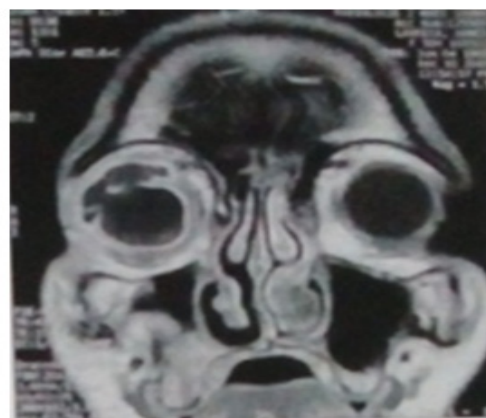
IRM orbitaire en coupe coronale T1 injectée montrant une collection périorbitaire droite.
